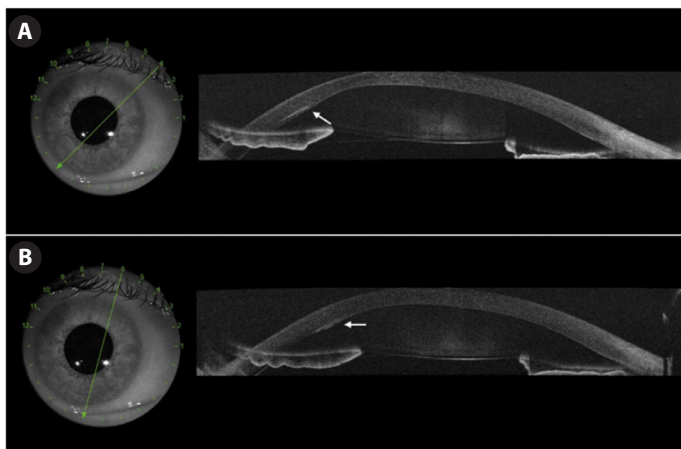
Tomografía de coherencia óptica de segmento anterior (OCT-SA) de ojo derecho (OD) tras la explantación del segmento intraestromal corneal (SIC). (A) Nótese la profundidad del canal (flecha). (B) Se aprecia la rotura del endotelio a nivel del extremo nasal del segmento (flecha).
